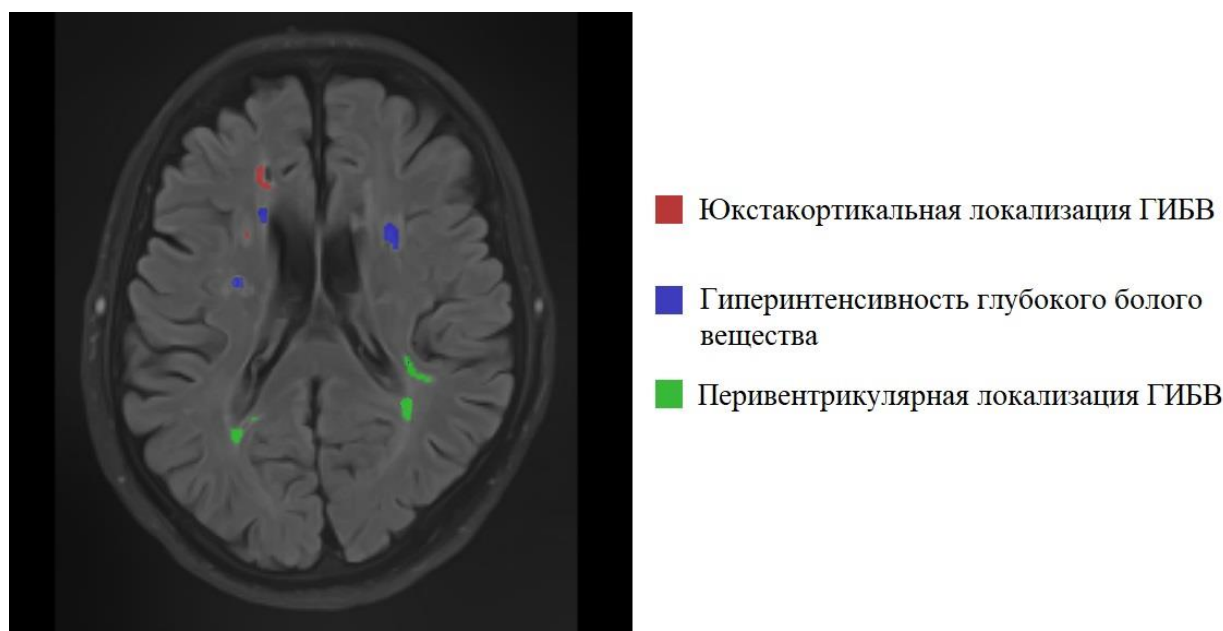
Пример среза МРТ головного мозга, обработанный с помощью программного обеспечения VolBrain. Цветовые индикаторы означают зональную принадлежность очагов гиперинтенсивного белого вещества
